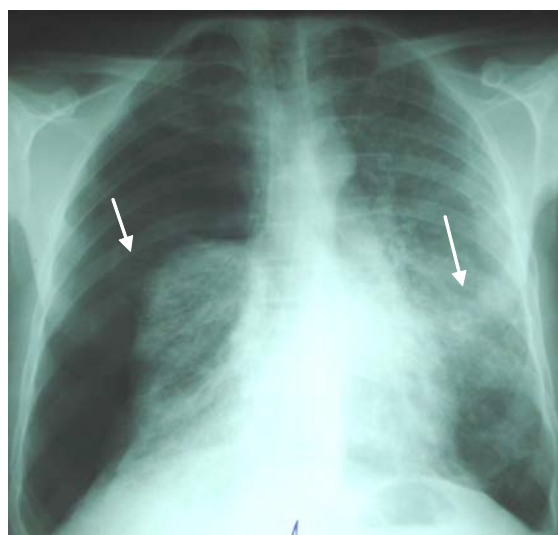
Radiographie thoracique : Pneumothorax total et complet droit avec syndrome interstitiel du poumon gauche
